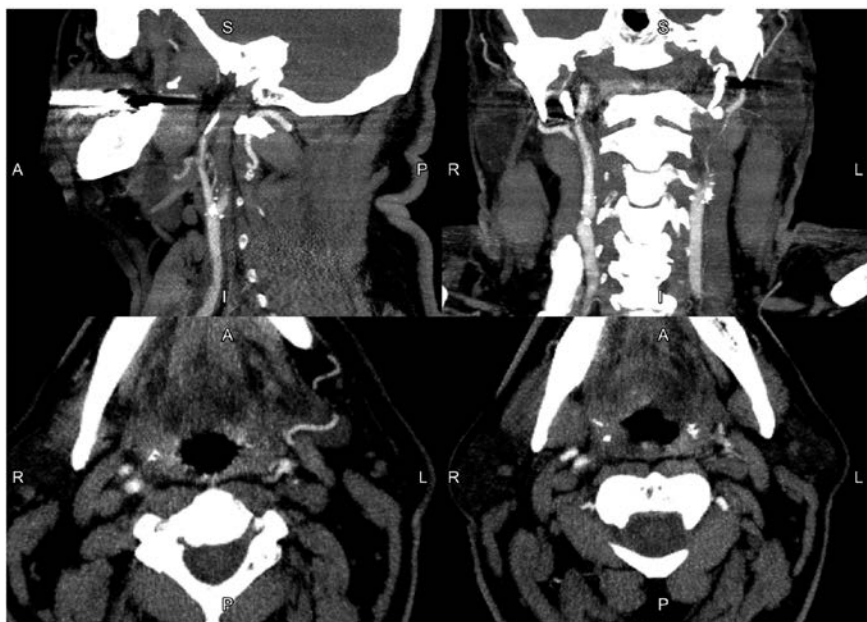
Результаты КТ-ангиографии пациента Ж. при поступлении с окклюзией сегмента С1 ЛВСА (стрелкой указано предокклюзионное сужение)
